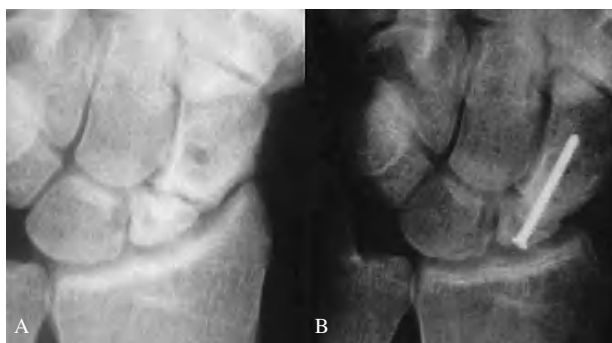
Pseudoartrosis inveterada. Radiografía preoperatoria (A) y control al año de la intervención (atornillado e injerto de cresta) (B).
